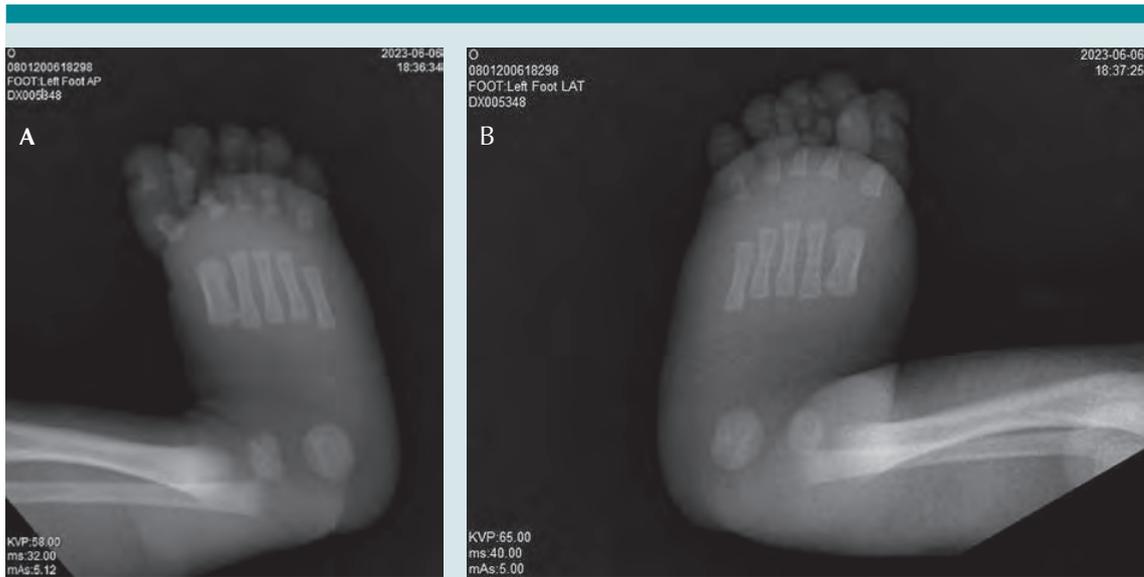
Radiografía antero-posterior de extremidades inferiores, las cuales descartan anomalías óseas. A) Pie izquierdo. B) Pie derecho.
